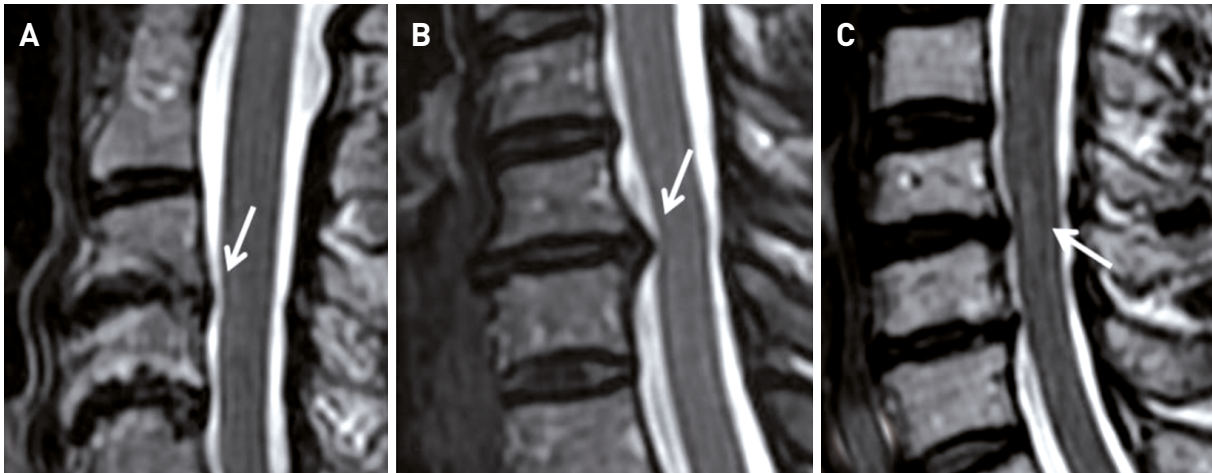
RM de columna cervical con secuencias sagitales potenciadas en T2 FSE. A) Estenosis de canal central cervical de grado 1 en la que se observa obliteración parcial del espacio del líquido cefalorraquídeo (LCR) sin deformidad medular. B) Estenosis de grado 2 en la que se muestra obliteración completa del espacio del LCR y deformidad medular. C) Estenosis de grado 3 en la que se observa obliteración del espacio del LCR, deformidad medular y foco hiperintenso intramedular correspondiente a mielopatía compresiva.
